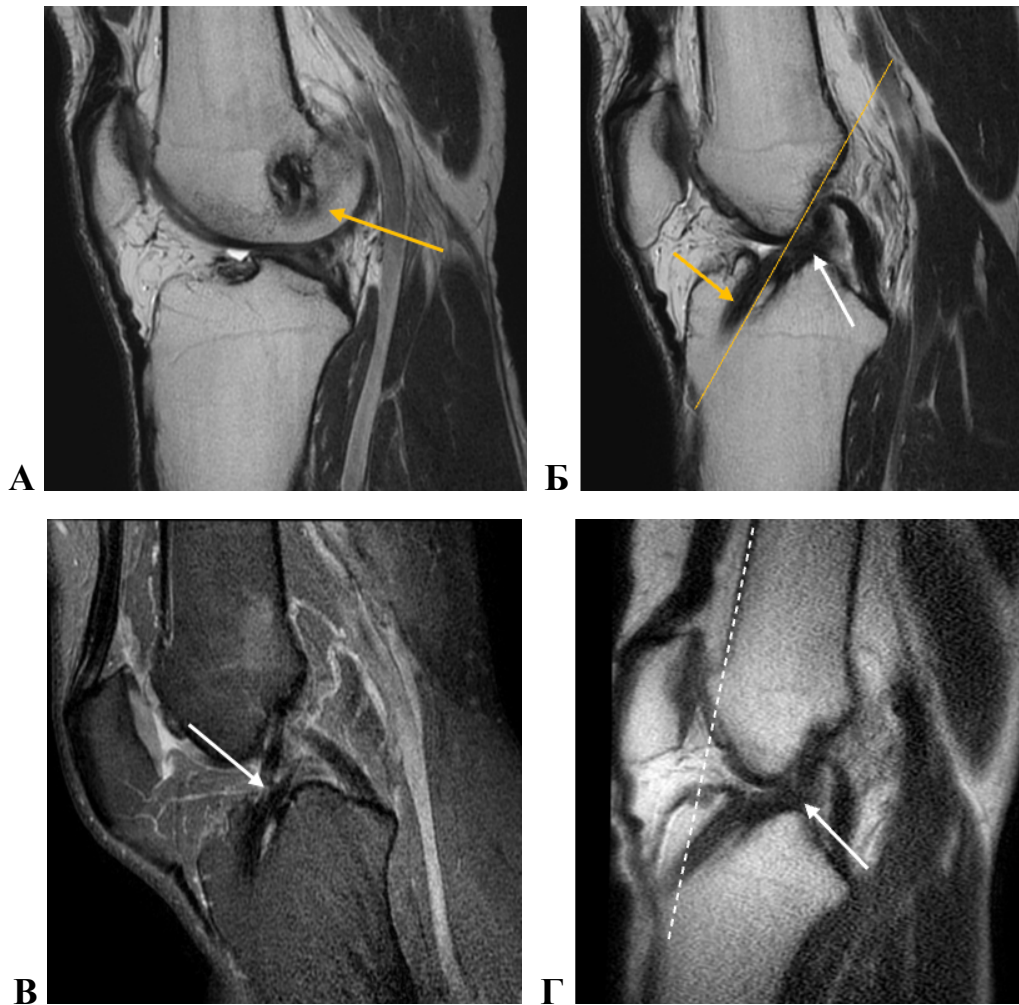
Пациент Р., 25 лет. Диагноз: подозрение на разрыв трансплантата ПКС. МРТ (А, Б), фМРТ (В, Г). Белой стрелкой показан трансплантат ПКС, пунктирная линия проведена через переднюю кортикальную пластинку бедренной кости, сплошная линия – через передние отделы крыши бедренной вырезки (линия Blumensaat).
